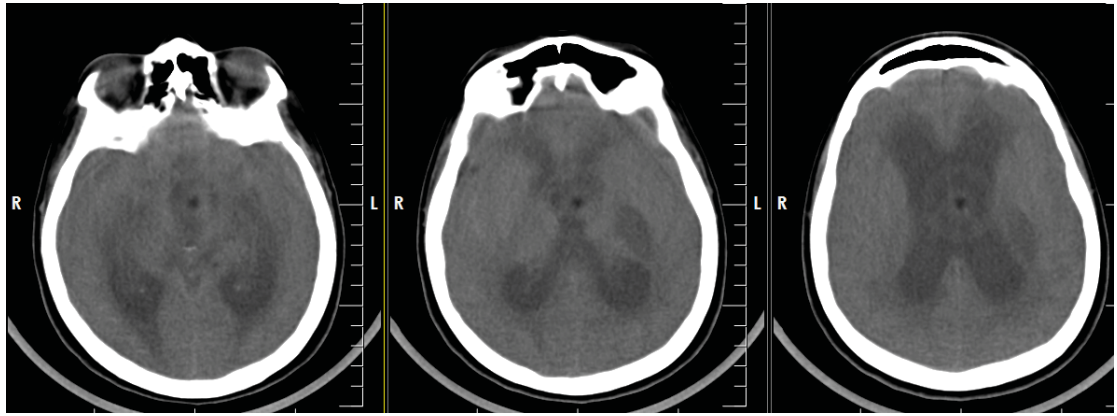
СКТ-головного мозга. Зона ишемии в области подкорковых узлов слева
